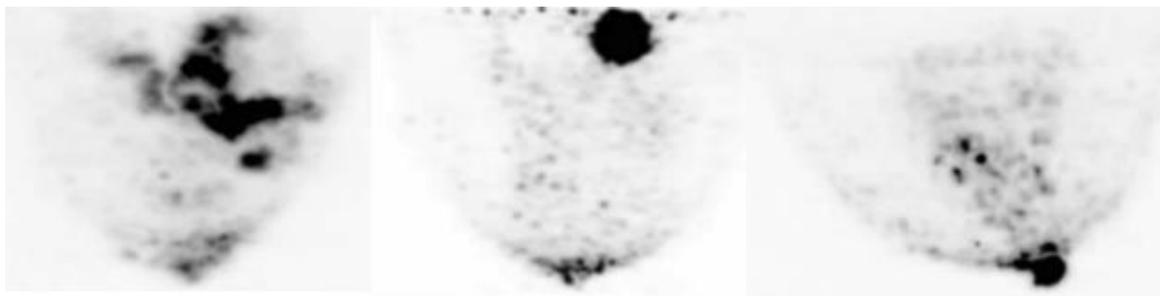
Реконструкция ПЭТ-исследования молочных желез
